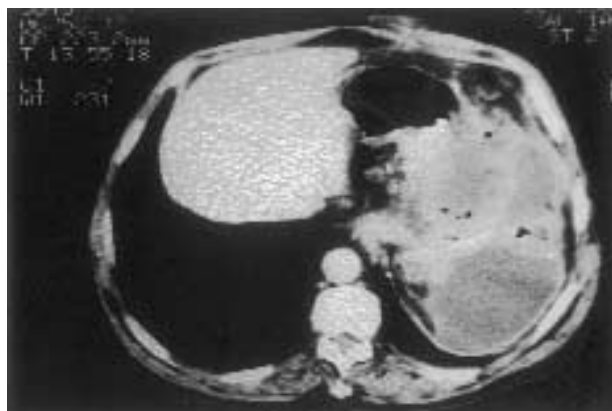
M.A., sesso maschile, 64 anni. La TC dell'addome dimostra la presenza di una raccolta purulenta subfrenica post-splenectomia.
